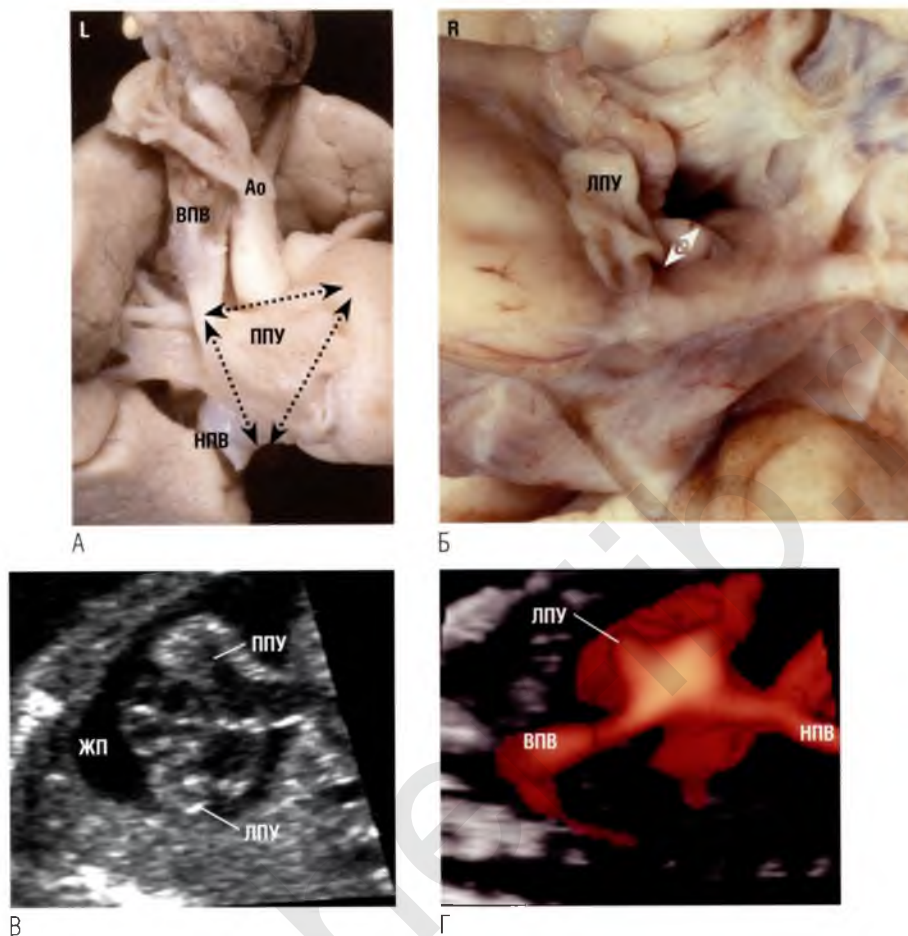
На анатомических препаратах сердца плода видны предсердные ушки. Морфологически правое предсердное ушко (ППУ) (А) имеет широкое сообщение (двухсторонние стрелки) с полостью предсердия, а морфологически левое предсердное ушко (ЛПУ) (Б) – узкое сообщение (двухсторонняя стрелка). (В) Обычно при эхокардиографическом исследовании нормально сформированного сердца предсердные ушки не визуализируются, если их контур не подчеркивается жидкостью в полости перикарда (ЖП). (Г) После сканирования с помощью энергетической доплерэхокардиографии в режиме прозрачного тела (glassbody) показана область слияния верхней полой вены (ВПВ) и нижней полой вены (НПВ). Отчетливо визуализируется правое предсердное ушко, обратите внимание на его форму. Ao – аорта.
